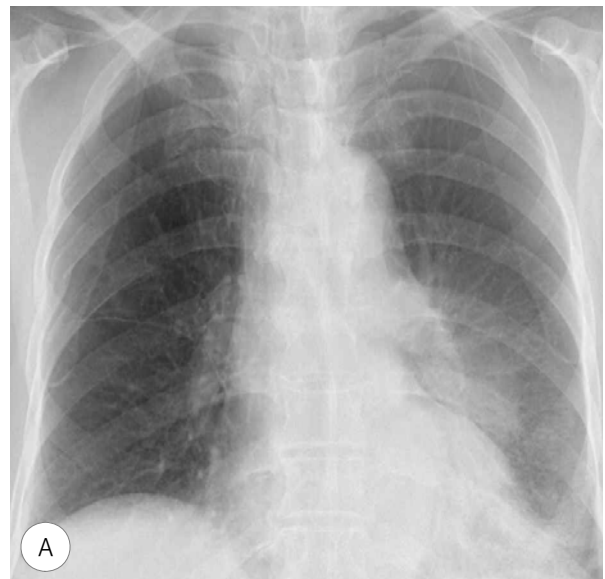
75-year-old man with cough and sputum for 1 month. A, B. Chest radiograph and CT scan show lobar consolidation in the left lower lobe.
